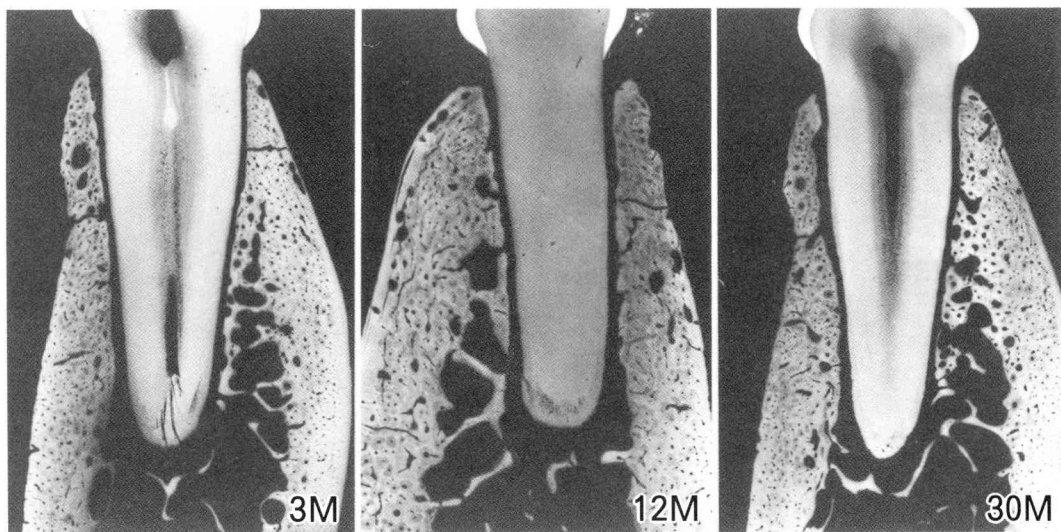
Contact microradiographs of jaw bone with natural tooth shows trabecular bone around root is well maintained at 3, 12 and 30 months after experiment.
